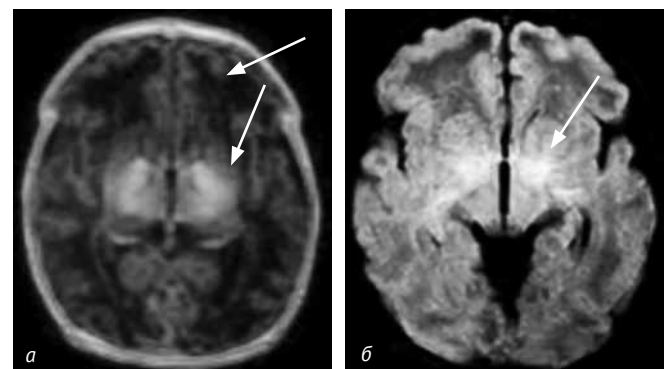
Пациент М. МРТ головного мозга выполнена на 14-й день жизни: T1 ВИ (а) и Flair (б). Визуализируются участки патологического усиления МР-сигнала на T1 ВИ и Flair в области бледного шара и в зрительных буграх с обеих сторон
